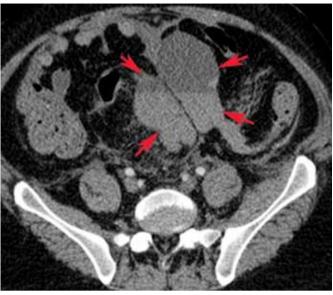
КТ-сканы от 24.03.2017 г., аксиальный КТ-срез. Вдоль фасции Героты парасрединно слева визуализируется жидкостное скопление с характеристиками крови (отмечено стрелками).
